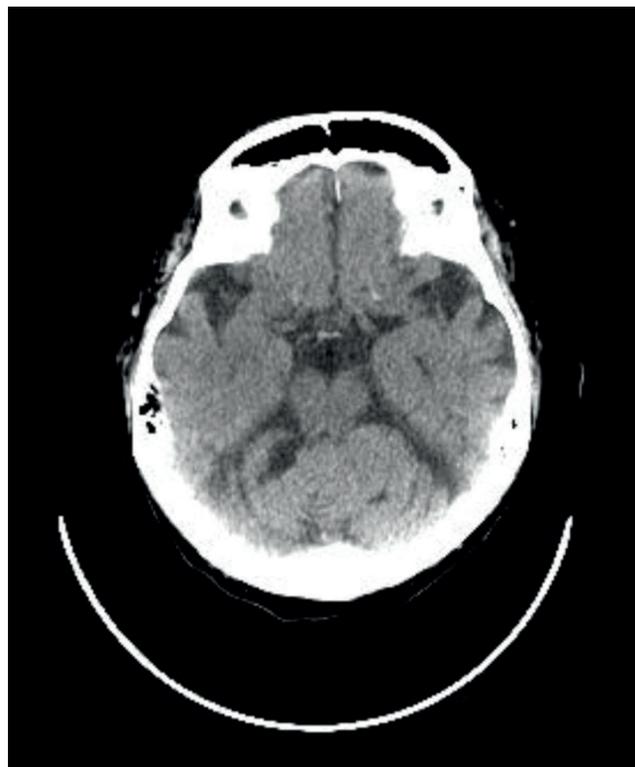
TAC cerebral simple en corte axial
